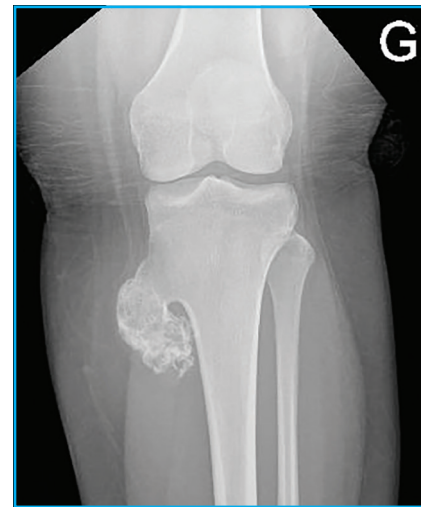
Radiographie d'une exostose tibiale proximale chez une adolescente de 16 ans avec douleur mécanique du genou.
